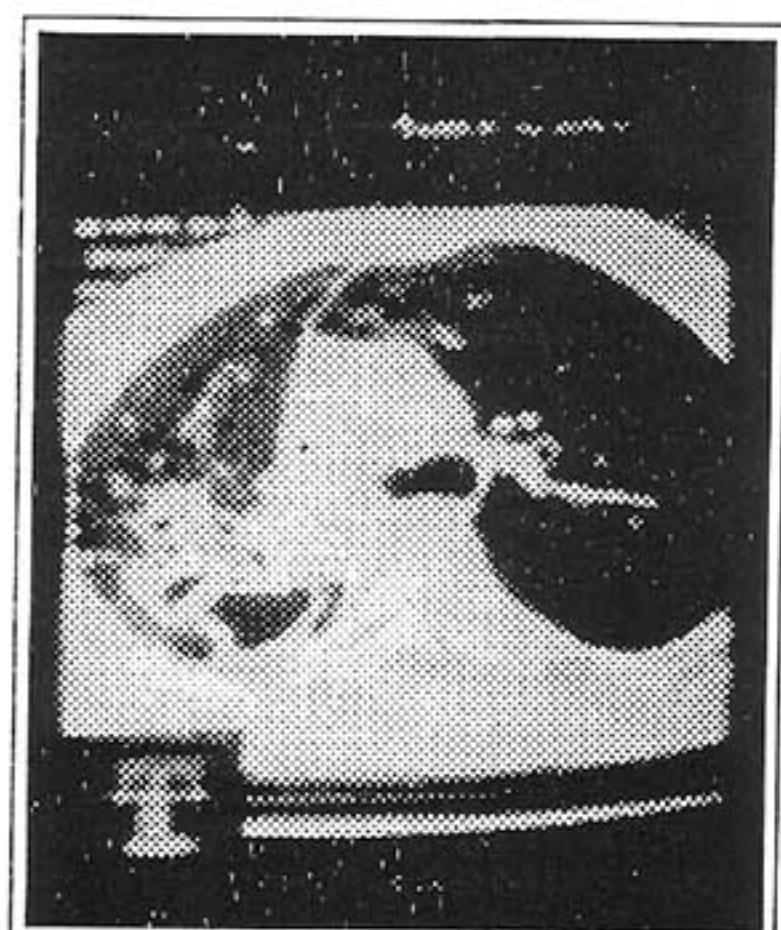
Tomografia computadorizada de tórax no pré-operatório. Melhor visualização da lesão cavitária em lobo superior, segmento apico-posterior com paredes espessas.
